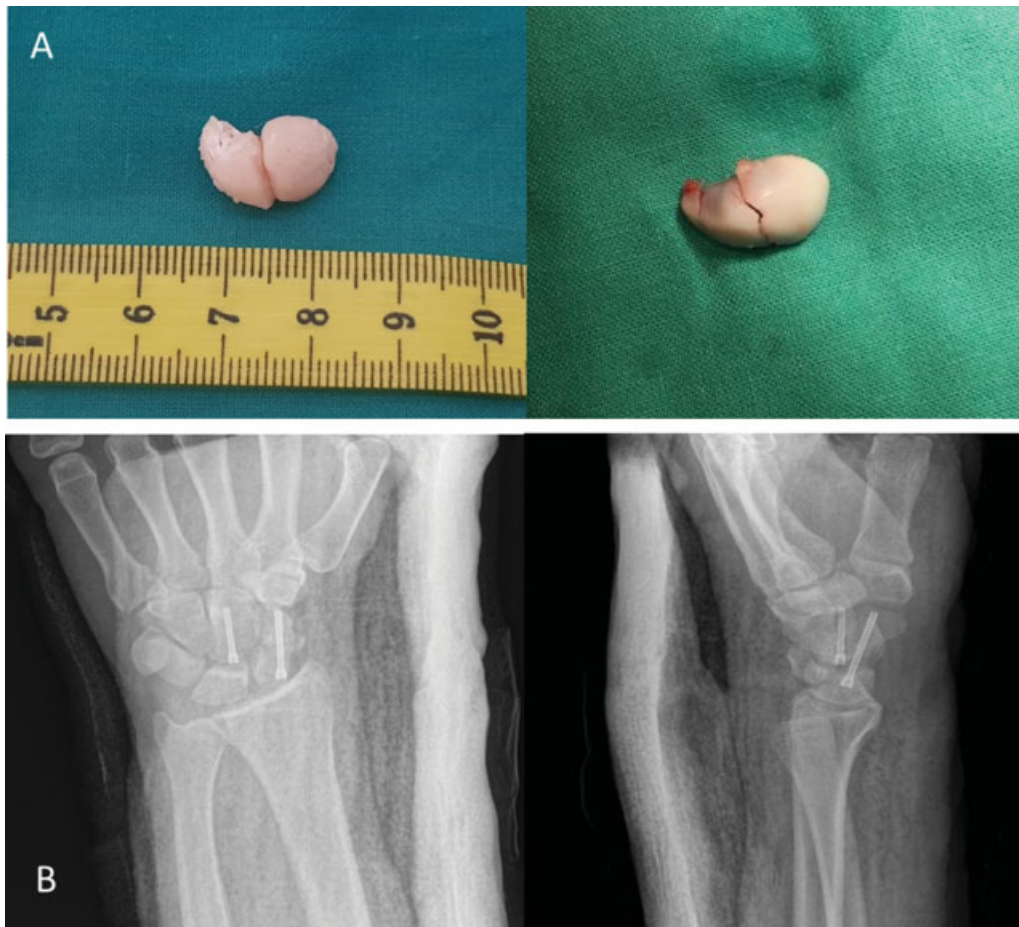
(A) Comparativa entre los 2 fragmentos del hueso grande: reales e impresos en 3D (imagen intraquirófono). (B) Radiografías posteroanterior y lateral postquirúrgicas.
